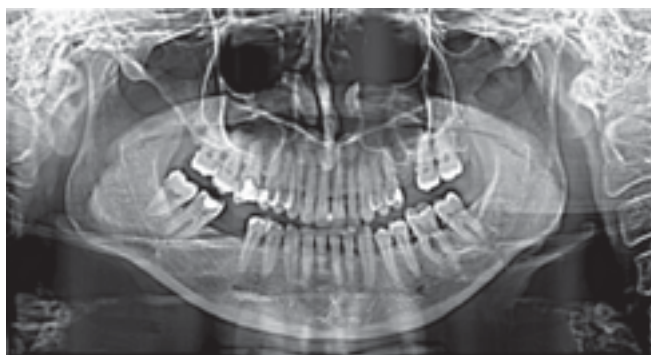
Диагностическая ортопантомограмма
